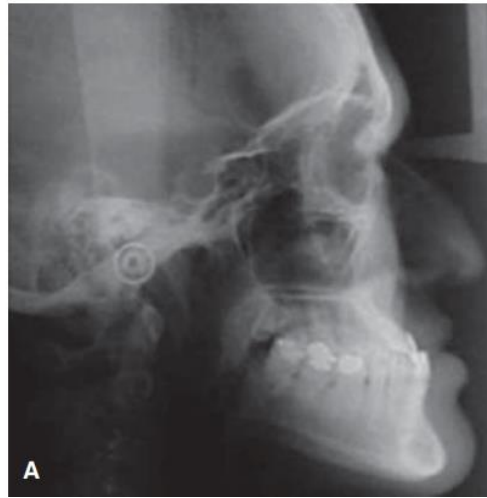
Radiografía lateral de cráneo de paciente con hipoplasia maxilar.
